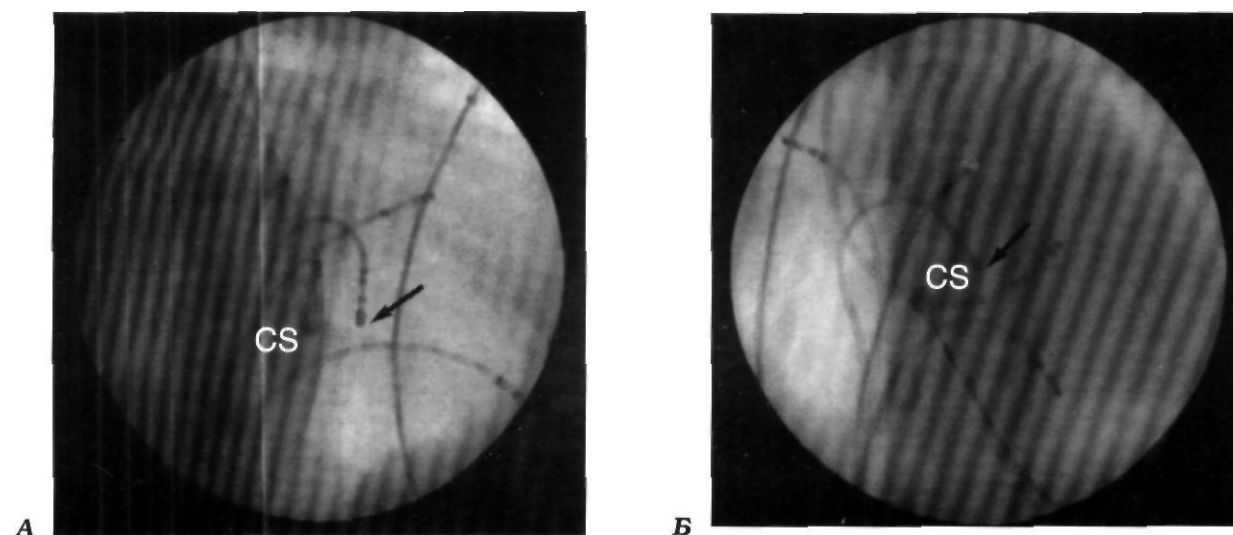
Рентгенограммы в правой переднебоковой (РАО 30°) (А) и левой переднебоковой (ЛАО 30°) (Б) при РЧА медленного пути у больного с типичной формой (slow-fast) тип рецидивирующей тахикардии предсердно-желудочкового узла (соединения). CS - устье венозного синуса, стрелкой указана область положения катетера для РЧА медленного пути.
